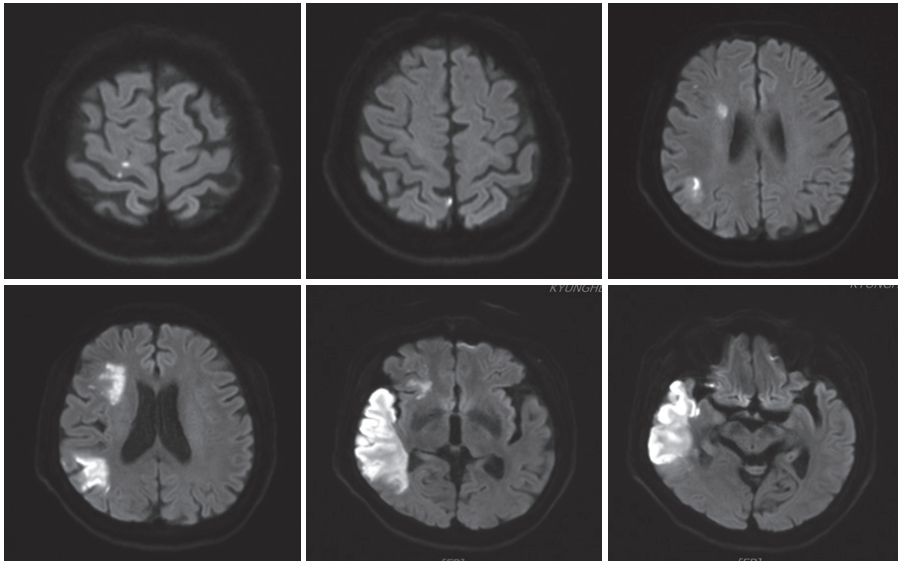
Brain Diffusion Weighted Imaging(Br-DWI, X/1/8)
